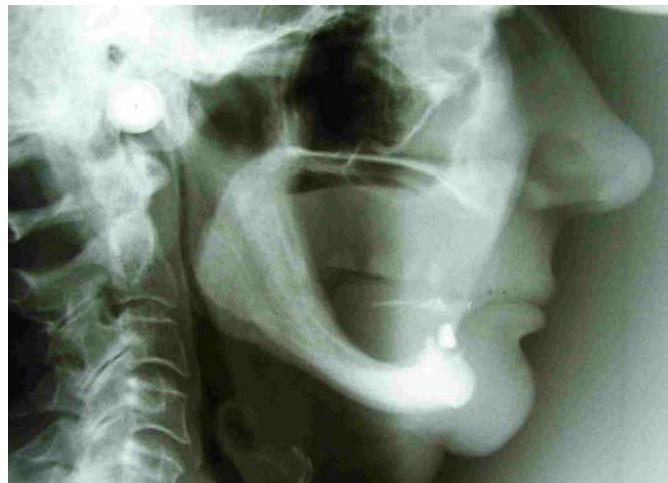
Téléradiographie de profil avec le guide radiographique en place.
